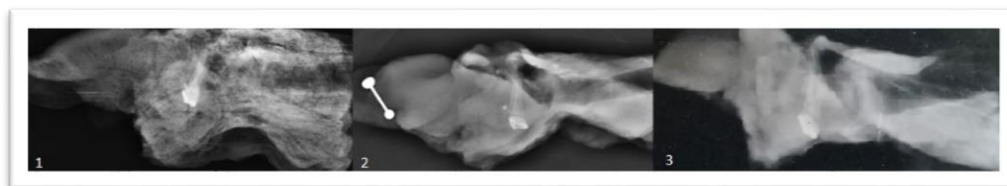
radiografía perfil realizada con técnica estándar.
